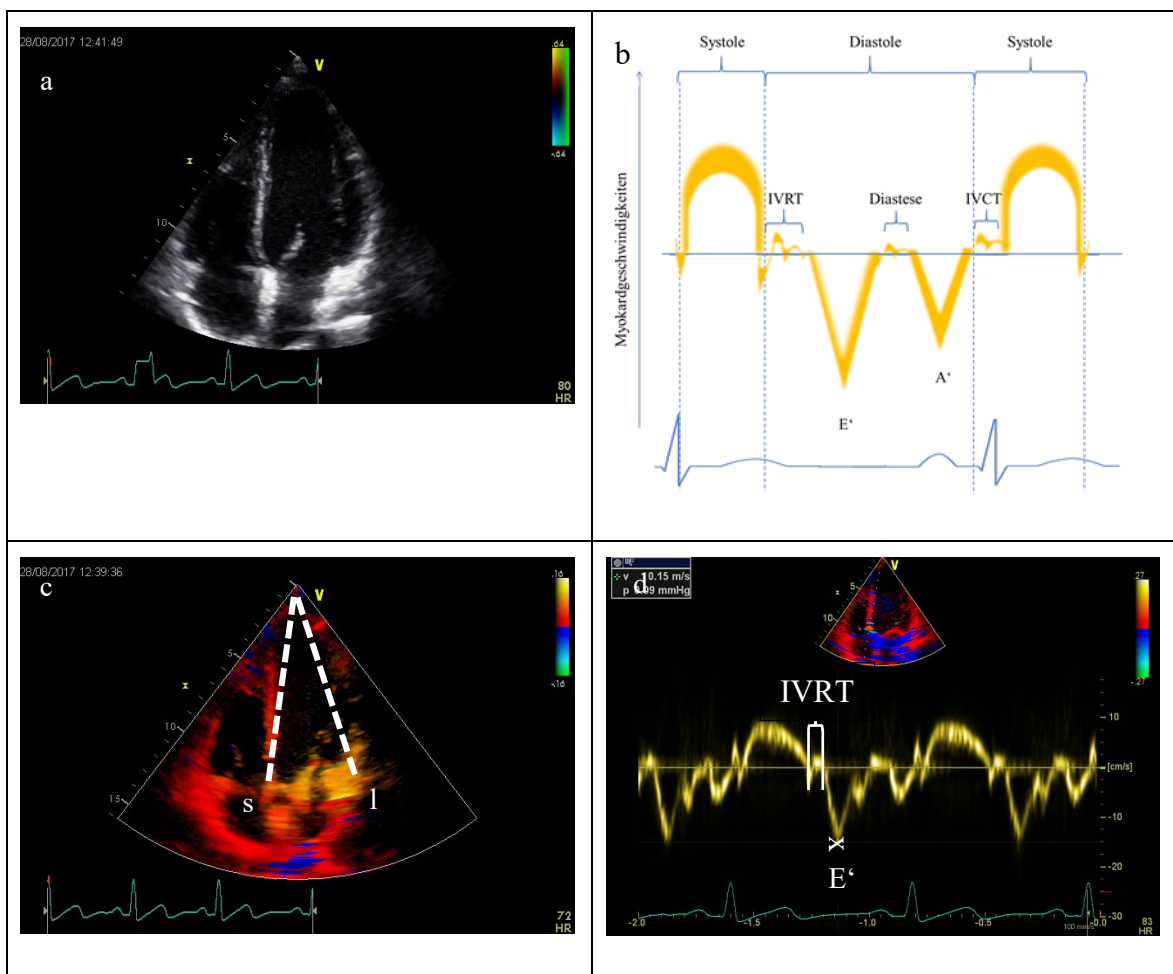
Gepulste Gewebe-Doppler Sequenz im apikalen 4-Kammer-Blick.
